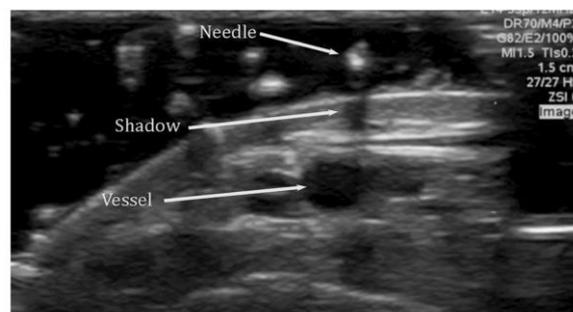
Visão transversal ao se colocar o transdutor da USG levemente sobre a pele que receberá a punção para inserção do cateter¹⁴.
